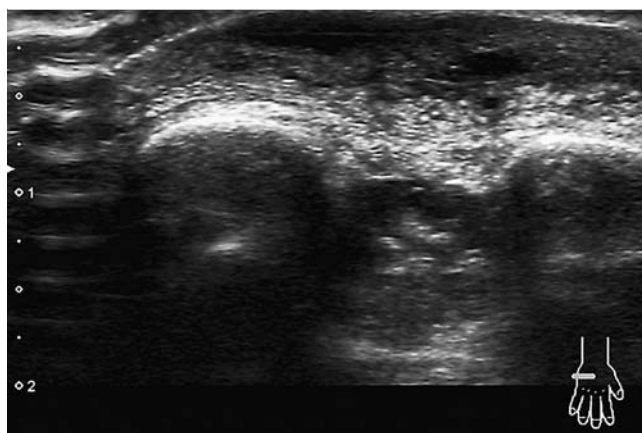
Sonografie des Leishmaniose-Herdes.
